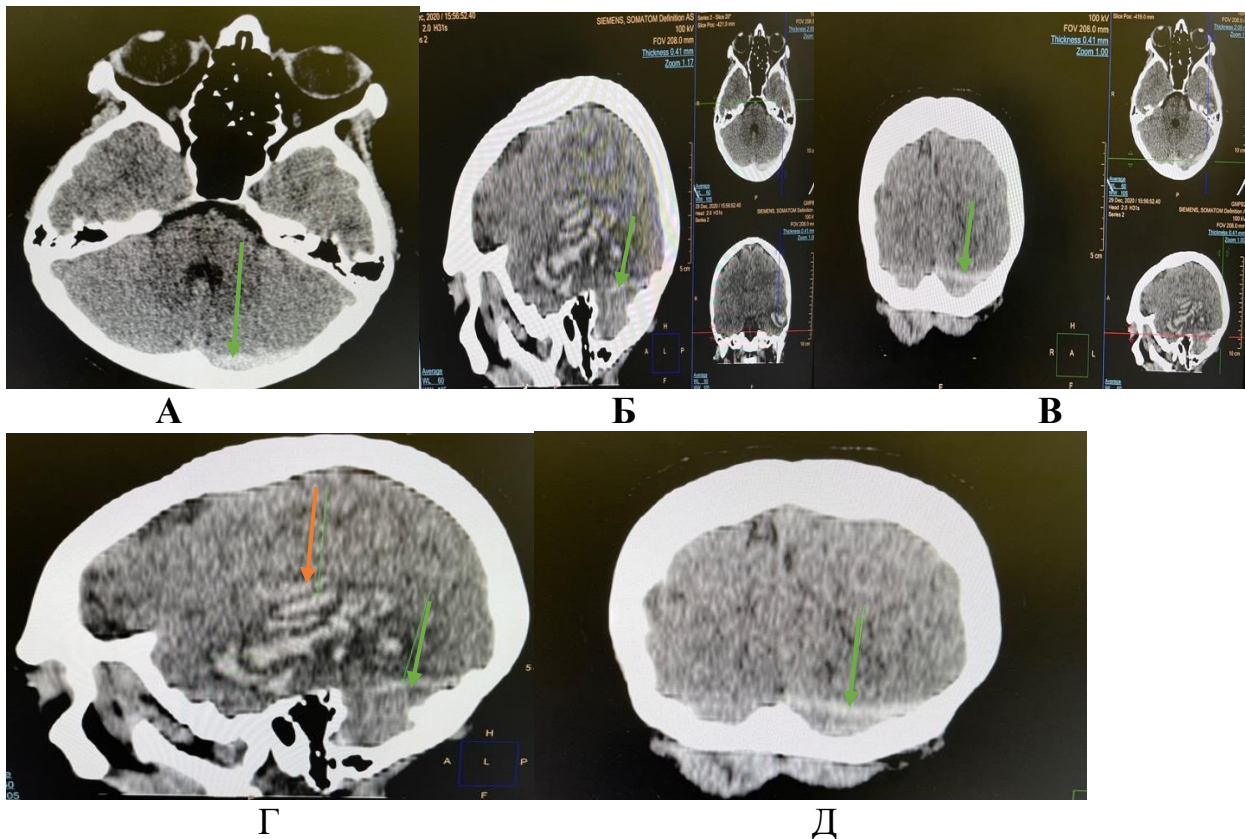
Пациентки О (И/б 1628973/41721). МСКТ головного мозга от 29.12.2020: В левой височной доле — геморрагический инсульт (г — оранжевая стрелка). Отмечается гиперденсность левого поперечного и сигмовидного синусов, проявление синус-тромбоза (а, б, в, г, д)
